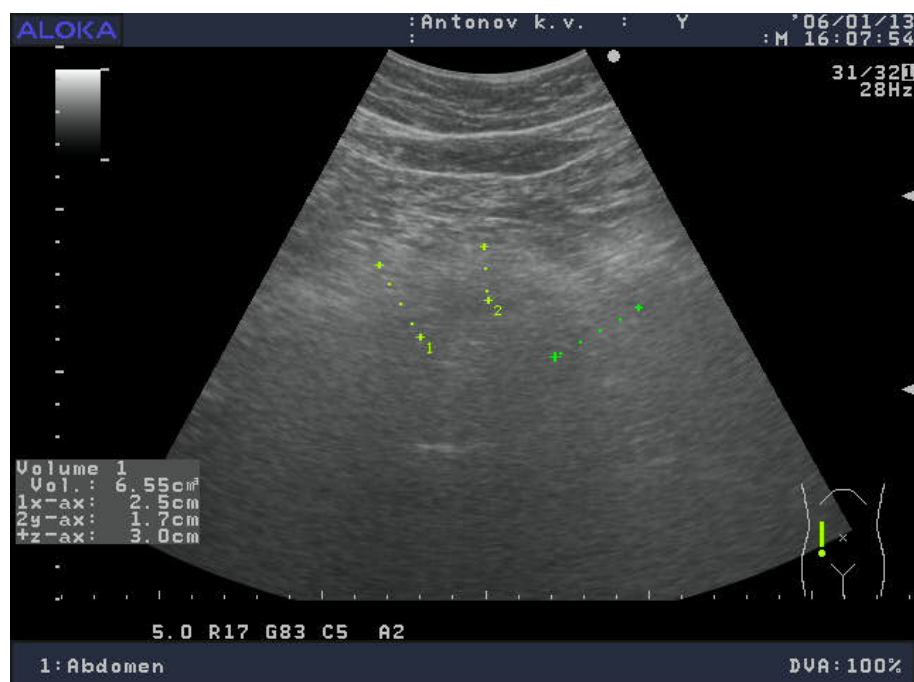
УЗИ поджелудочной железы через 3 месяца после операции: поджелудочная железа неравномерно уплотнена, размеры не увеличены, головка 25 мм, тело 17 мм, хвост 30 мм. Контур неровный, четкий. Вирсунгов проток не расширен.
